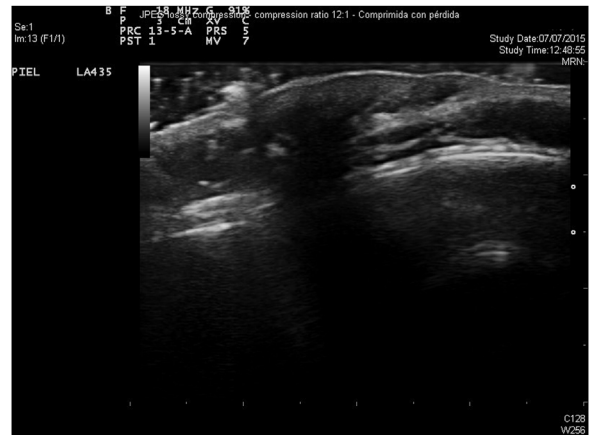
Ecografía modo B. Solución de continuidad de tabla ósea con área hipoeoica suprayacente.
